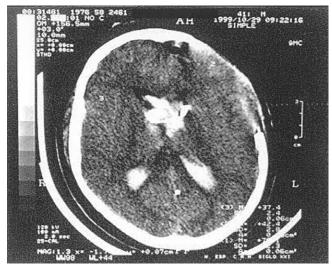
TAC de cráneo de control que muestra el edema cerebral.
